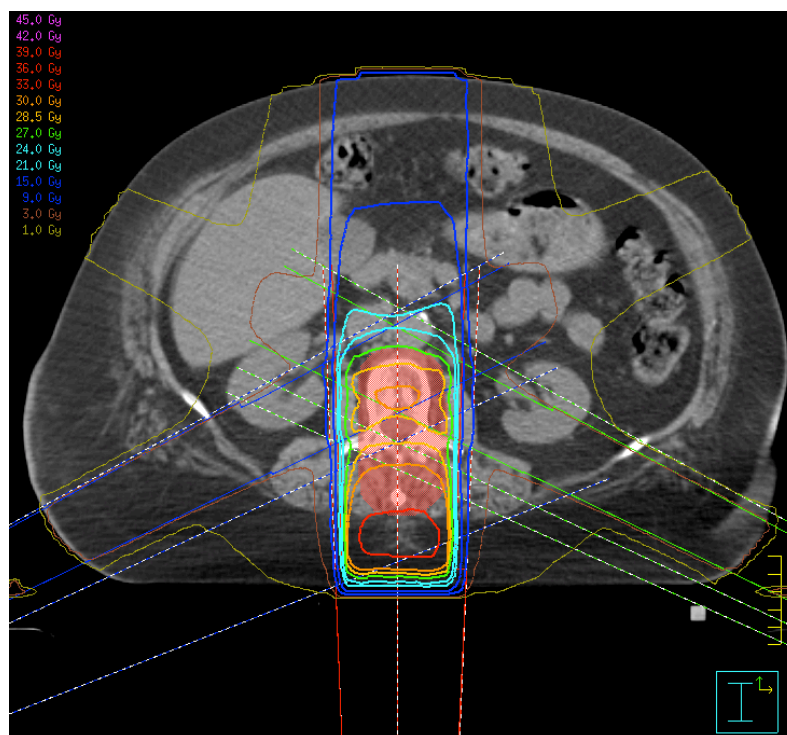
beispielhafte Dosisverteilung der 1F2S18-Technik im transversalen CT-Schnittbild. Bei den durchgängigen blauen und grünen Linien der seitlichen Segmentfelder erkennt man die Adaption an die PTV-Fläche ventral des Spinalkanals.
